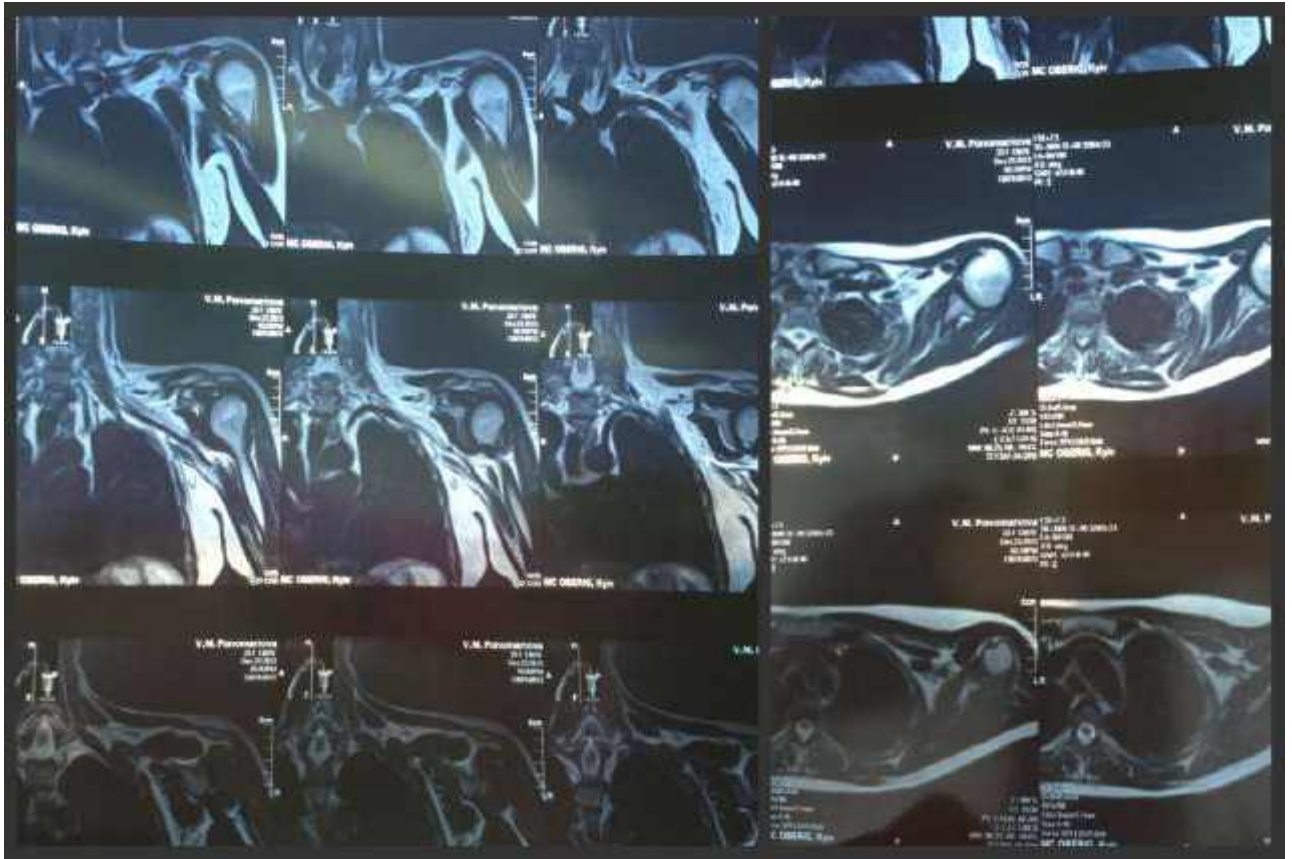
МРТ в області ПС хворого П., історія хвороби №146132, 2014р.
